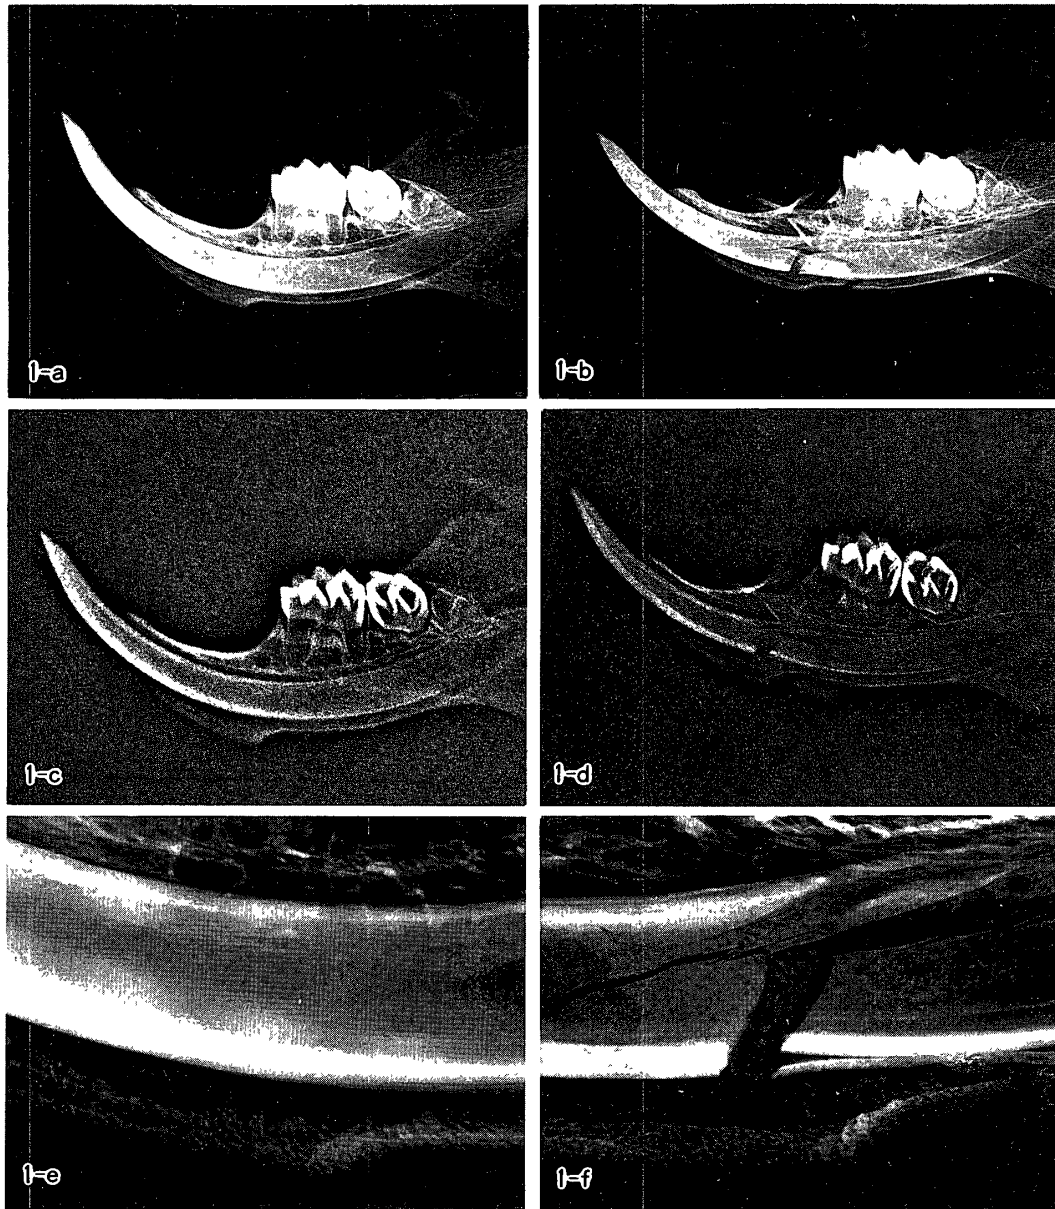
Soft X-ray radiograms, xeroradiograms and microradiograms obtained immediately after fracturing.
